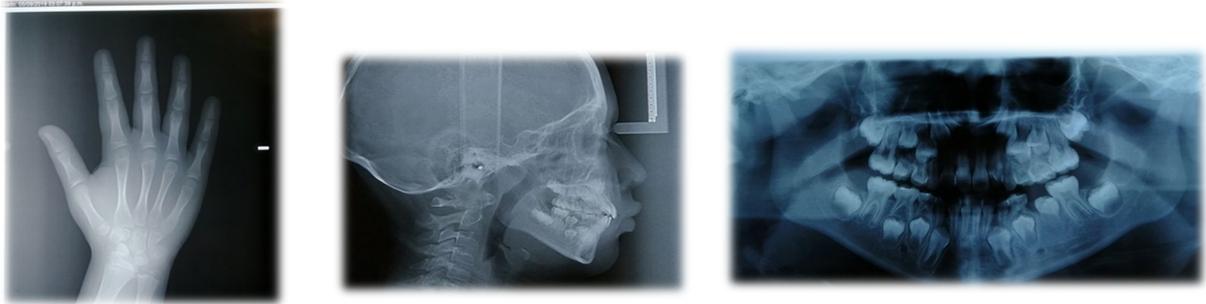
Fuente: Propia. Ortopantomografía, Radiografía carpal y Radiografía lateral de cráneo.
